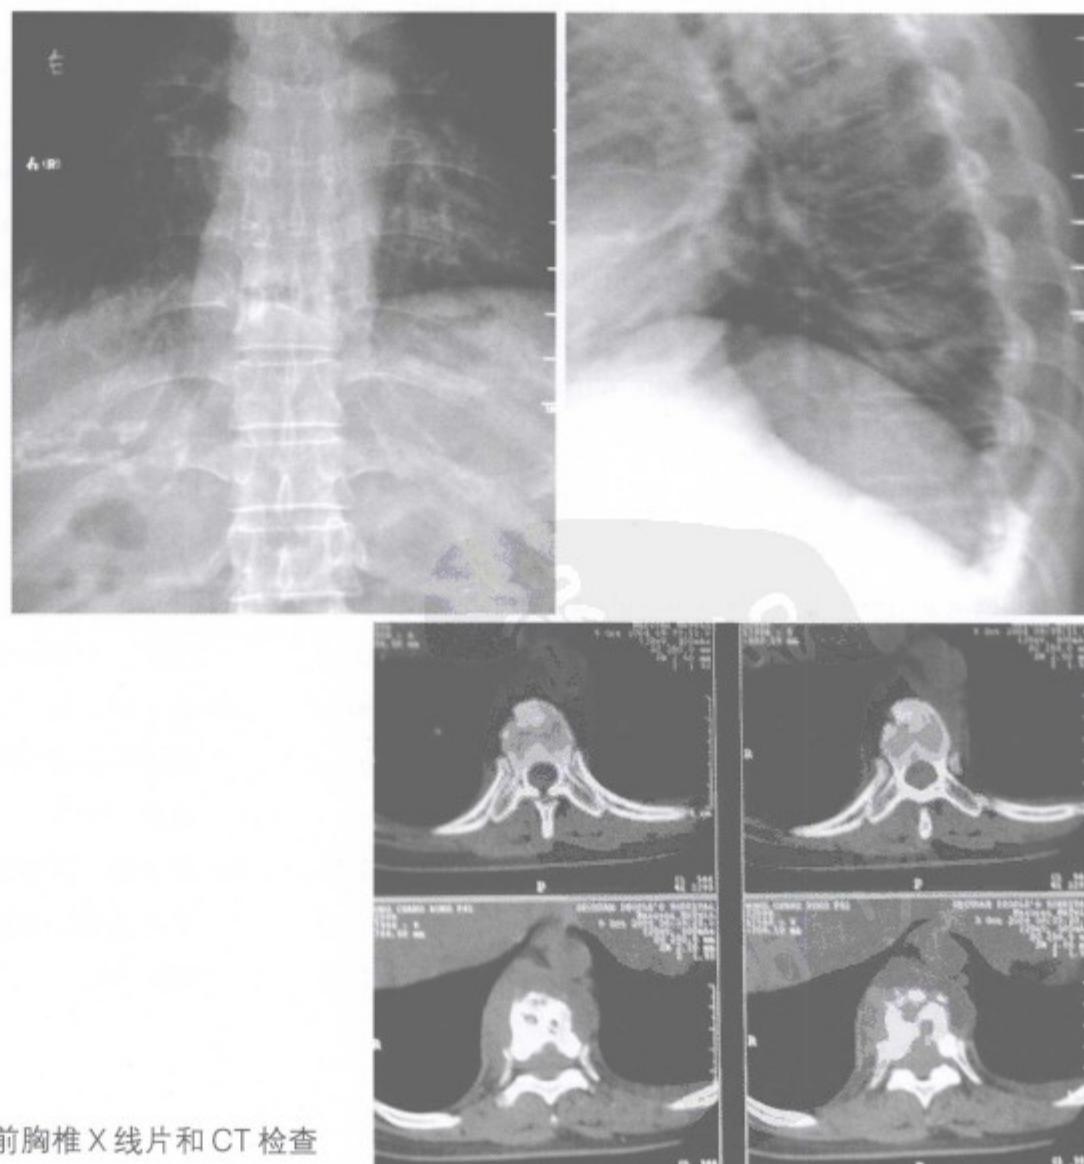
术前胸椎 X 线片和 CT 检查
